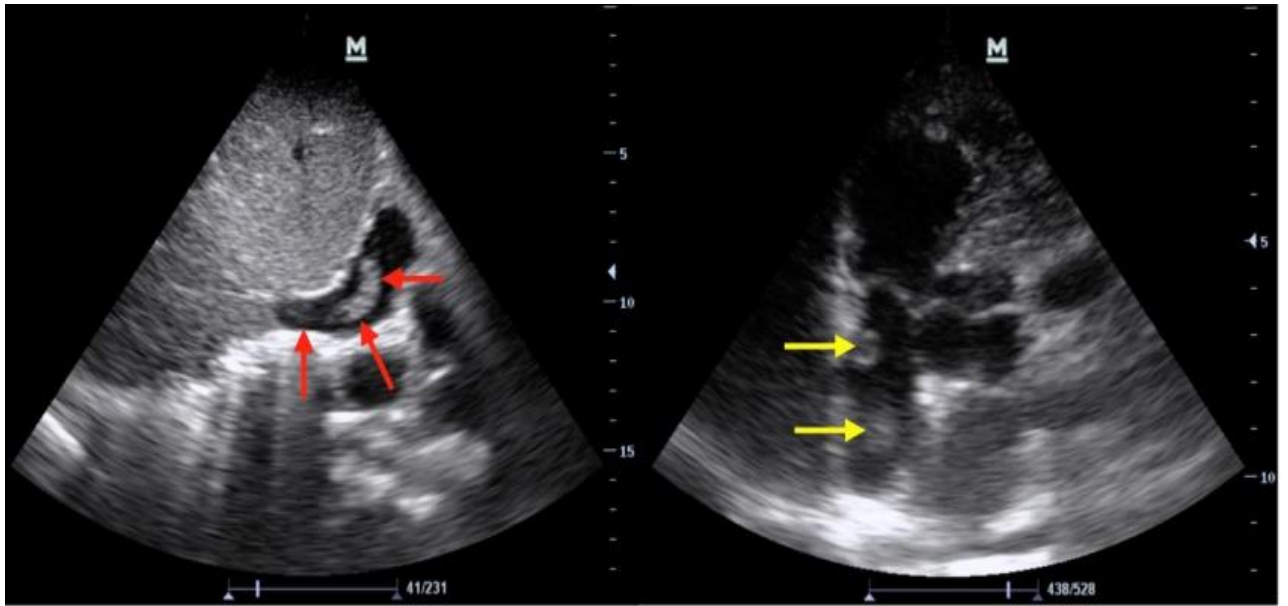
Ecocardiografía clínica a pie de cama. En la imagen de la izquierda se evidencia trombo en la vena cava inferior que incluso se extiende hasta la aurícula derecha como indican las flechas rojas, desde un plano subcostal en ventana subxifoidea. En la imagen de la derecha se visualizan dos trombos en tránsito en la aurícula derecha señalados con las flechas amarillas, desde un plano apical de dos cámaras en ventana apical.
